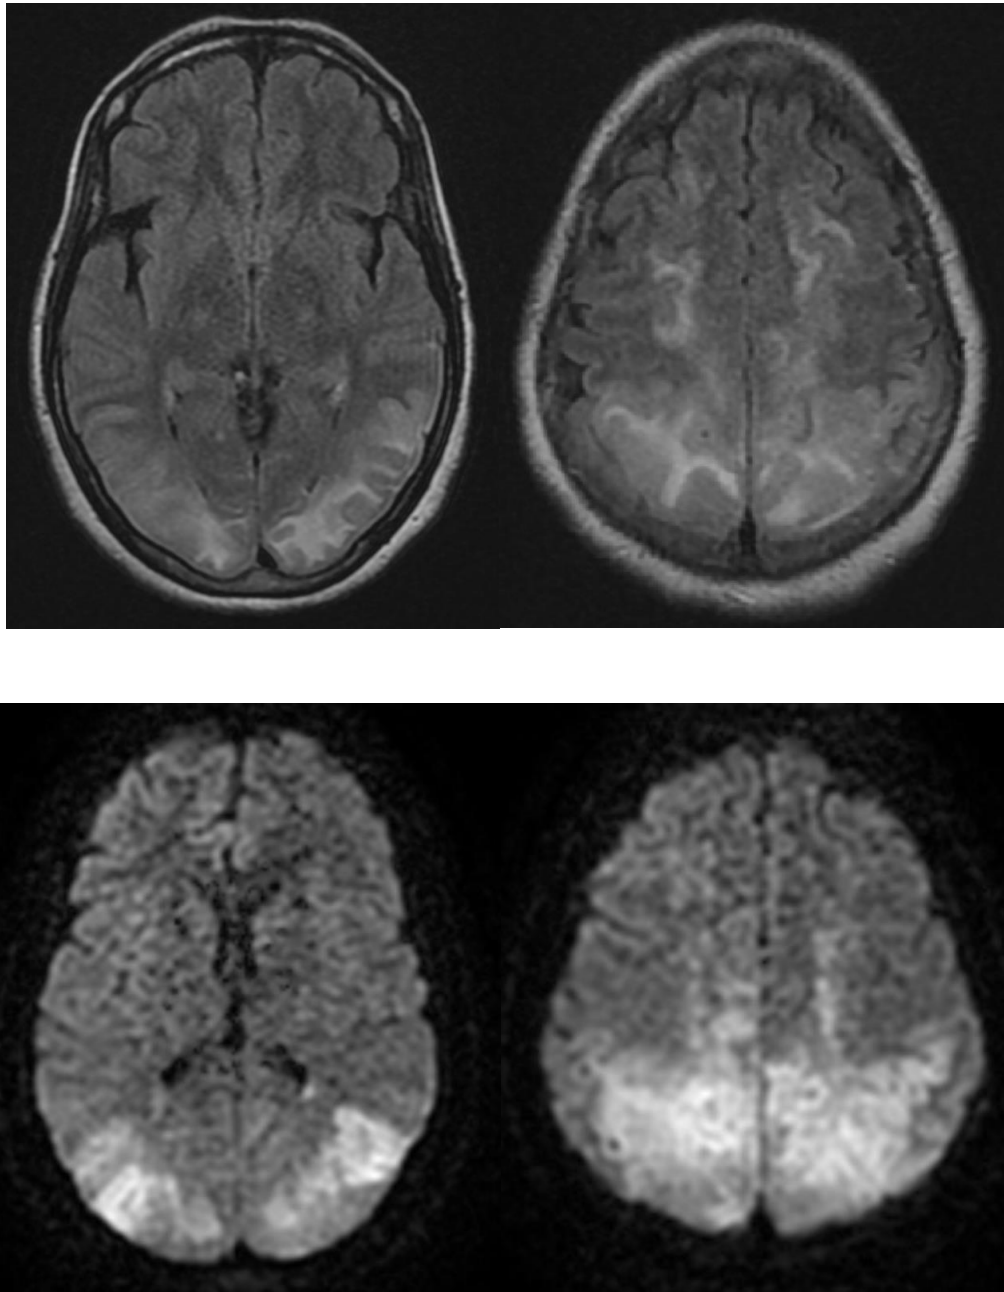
Plages en hyper signal FLAIR fronto-pariéto-occipitales bilatérale, restrictive en diffusion, en rapport avec un PRES.
